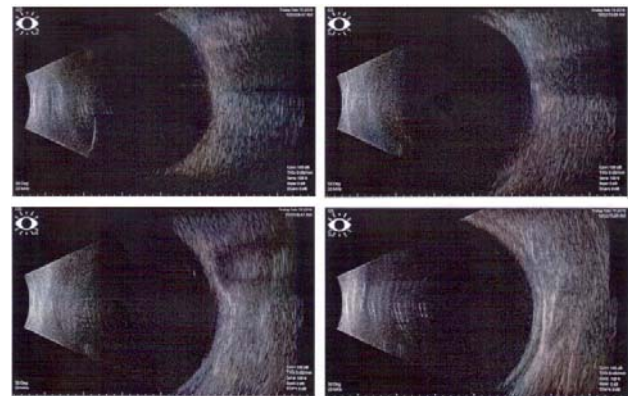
The eyeball ultrasonography (normal values).
